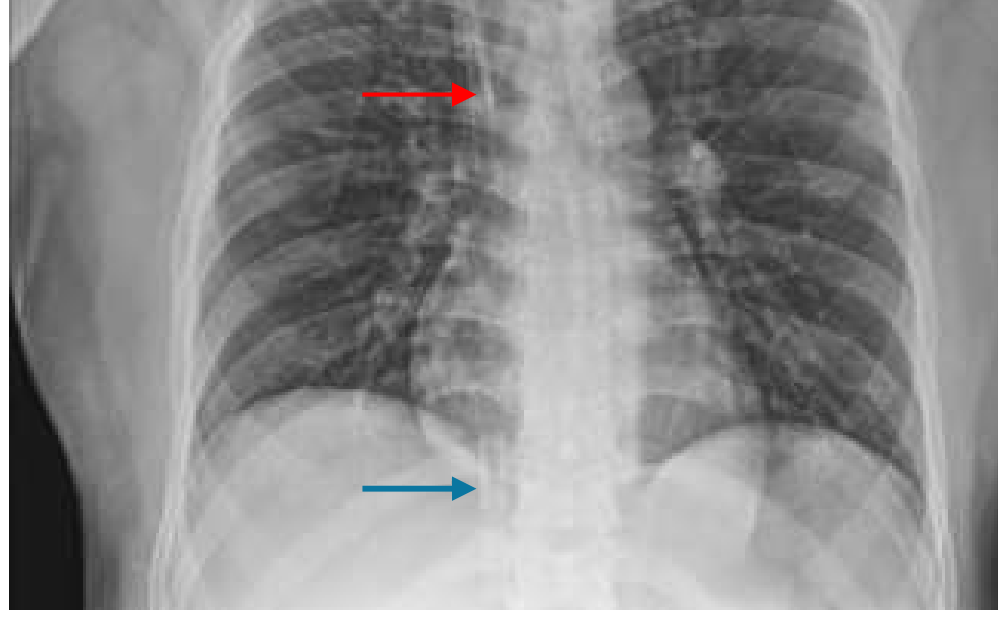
Radiografía de tórax tras implante de ECMO. Flecha amarilla: tubo orotraqueal. Flecha roja: cánula de retorno con sangre oxigenada. Flecha azul: cánula de drenaje de sangre no oxigenada.
